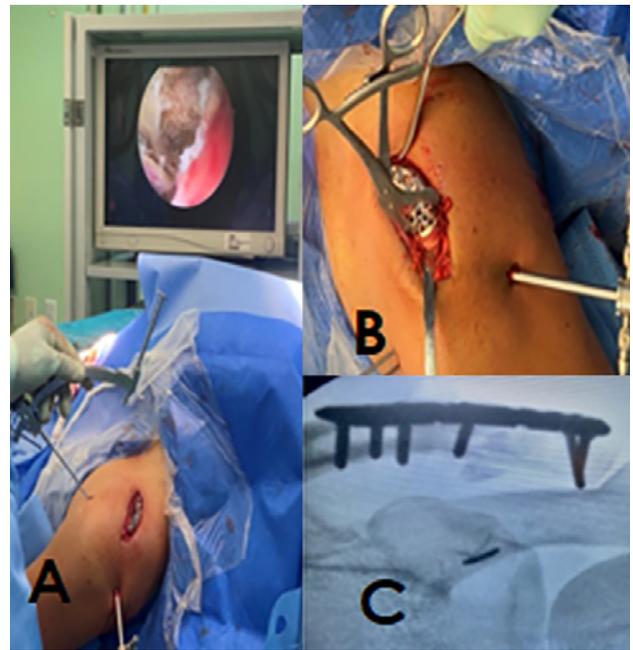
Imágenes intraoperatorias en silla de playa. A) Colocación de botón subcoracoideo asistido por artroscopia. B) Reducción de fractura y colocación de placa. C) Radiografía postoperatoria final.
